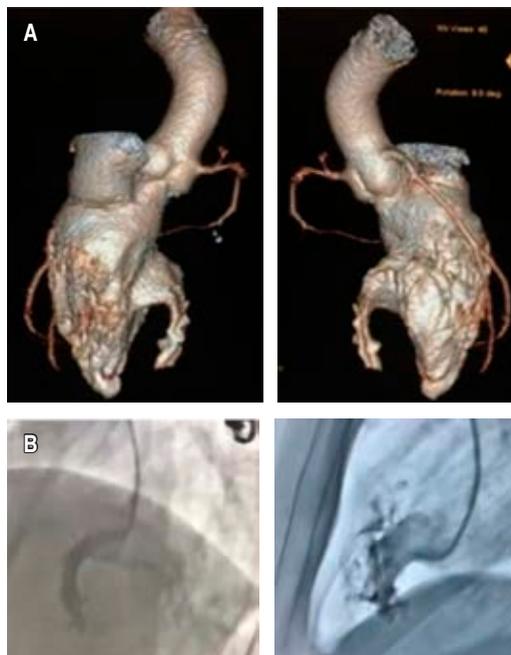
A) Angiotomografía. B) Cateterismo cardíaco.
